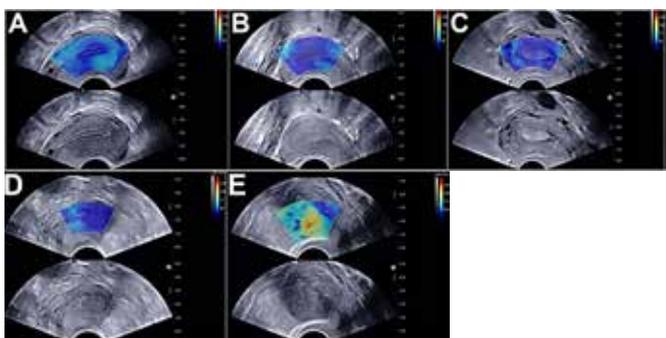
Ecografía transvaginal con y sin elastografía: Imagen de ultrasonido del endometrio (proliferativo) en la figura A, mostrando elastografía con un área azul uniforme en el endometrio. (B) Imagen de ecografía del endometrio secretor que muestra un área azul uniforme en el endometrio. (C) Los hallazgos patológicos confirmaron un pólipo endometrial en la cavidad uterina. (D) Los resultados patológicos confirmaron el endometrio hiperplásico en azul. (E) Los hallazgos patológicos confirmaron un cáncer de endometrio en azul. La elastografía mostró lesiones tumorales de una mezcla de rojo, amarillo y azul.<sup>18</sup>
